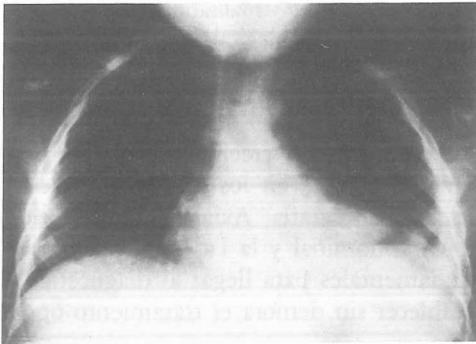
Radiografía p.a. en la que se objetiva una condensación basal izquierda con derrame pleural.
